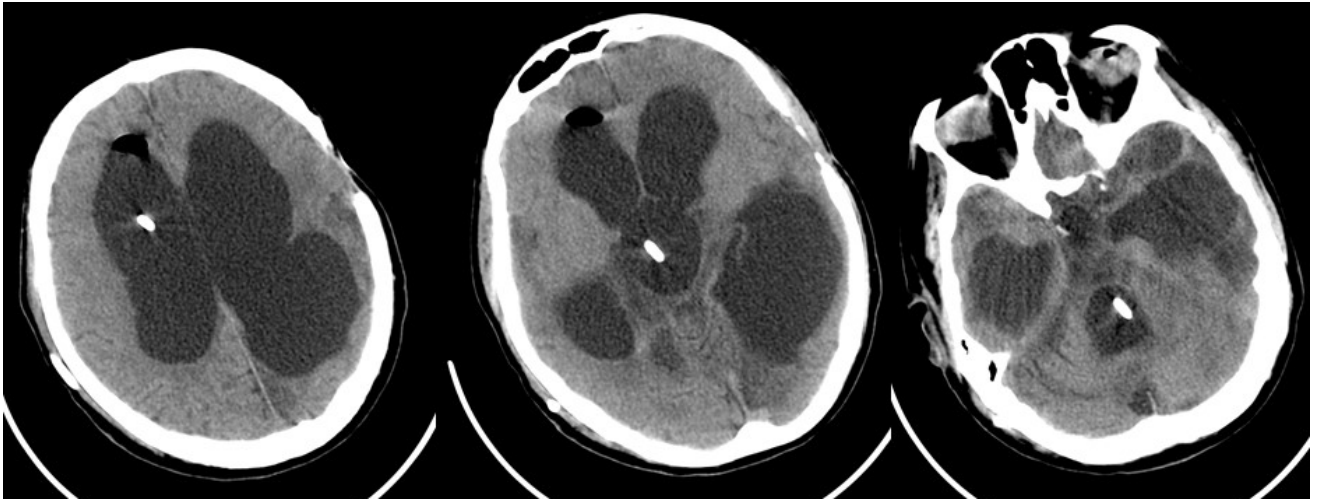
Послеоперационные контрольные КТ пациента М., 27 лет. Катетер установлен в 4 желудочек на заданную расчетную глубину.
